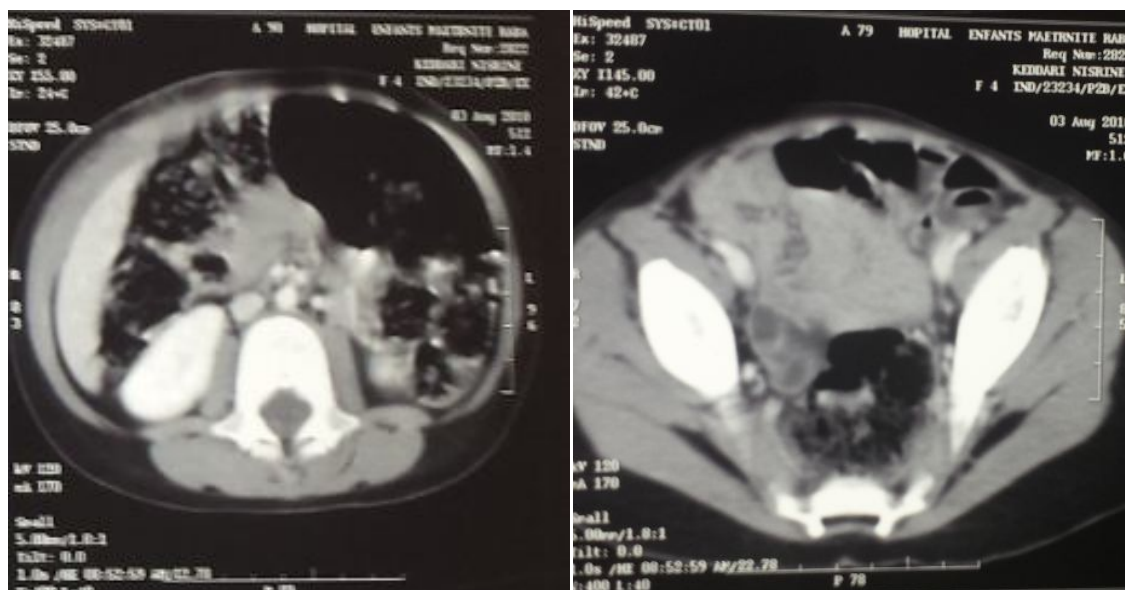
TDM abd-pelv (du 03/08/2010, en post-opératoire) montrant l'absence de signes de récurrence ou de localisation secondaire.
